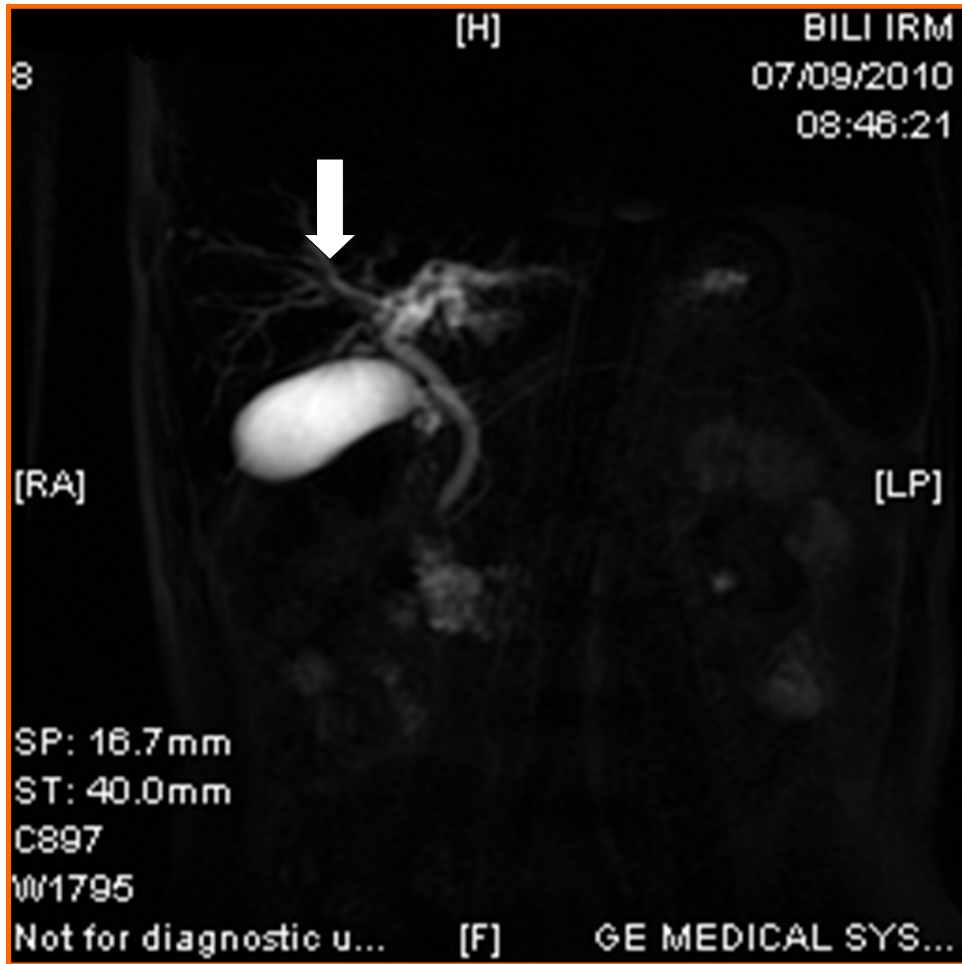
Bili-IRM : Dilatation des VBIH gauches + dot sign (Flèche)
